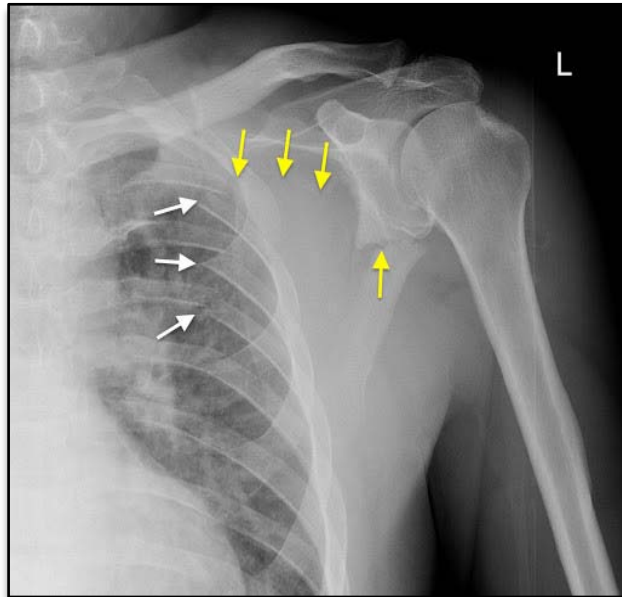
Radiographie de l'épaule de face montrant une fracture du col de l'omoplate.
